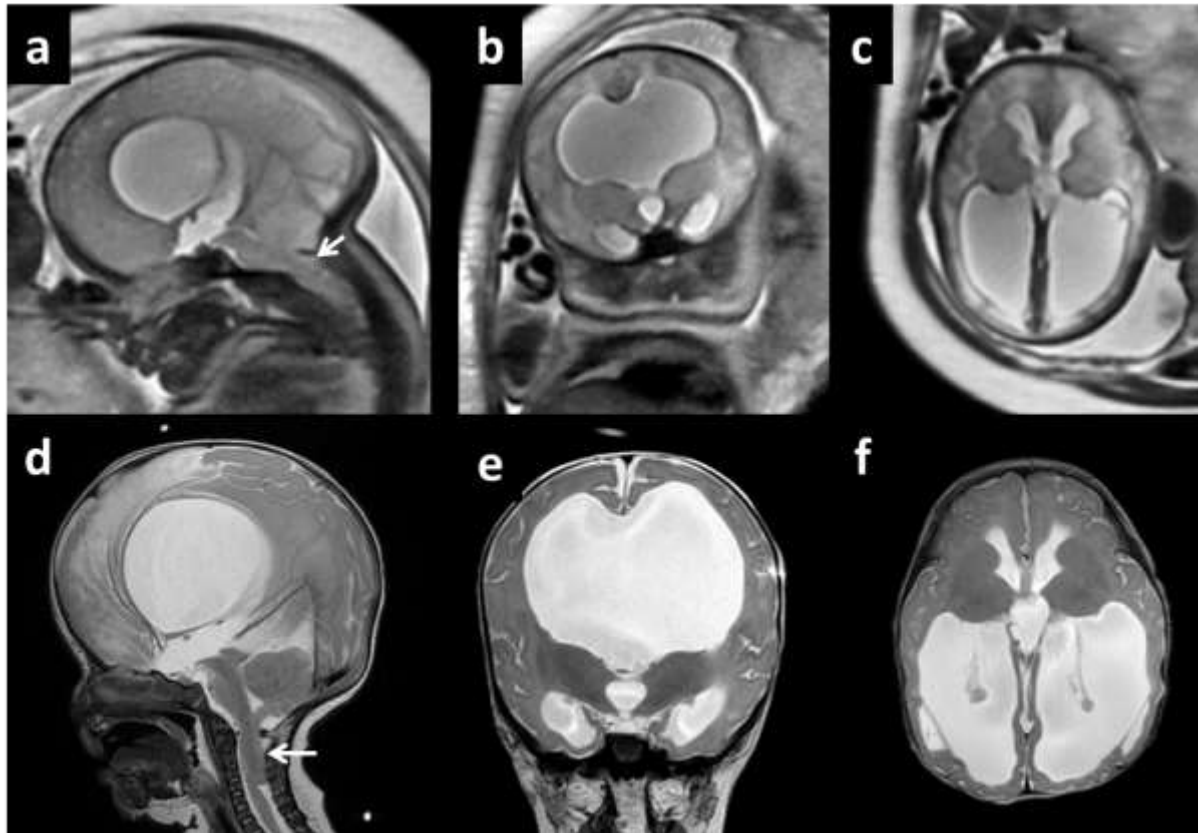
Discordancia entre los hallazgos de US y RMf en un feto femenino, de 36 semanas en US con diagnóstico de holoprosencefalia con ventriculomegalia y agenesia del septum pellucidum. La RMf, a las 37 semanas, mostró ventriculomegalia, agenesia del septum pellucidum y herniación de las amígdalas cerebelosas a través del foramen magno (flechas) por malformación de Chiari tipo II dado que además se identificó un mielomeningocele lumbosacro. Imágenes T2 de RMf en a) sagital, B) coronal y c) axial. En RM postnatal, a los 40 días de vida, imágenes T2 en d) sagital, e) coronal y f) axial.
